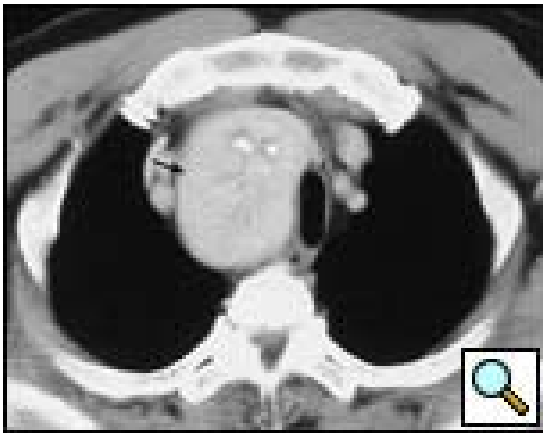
Imagen TAC de tiroides ectópico intratorácico.
